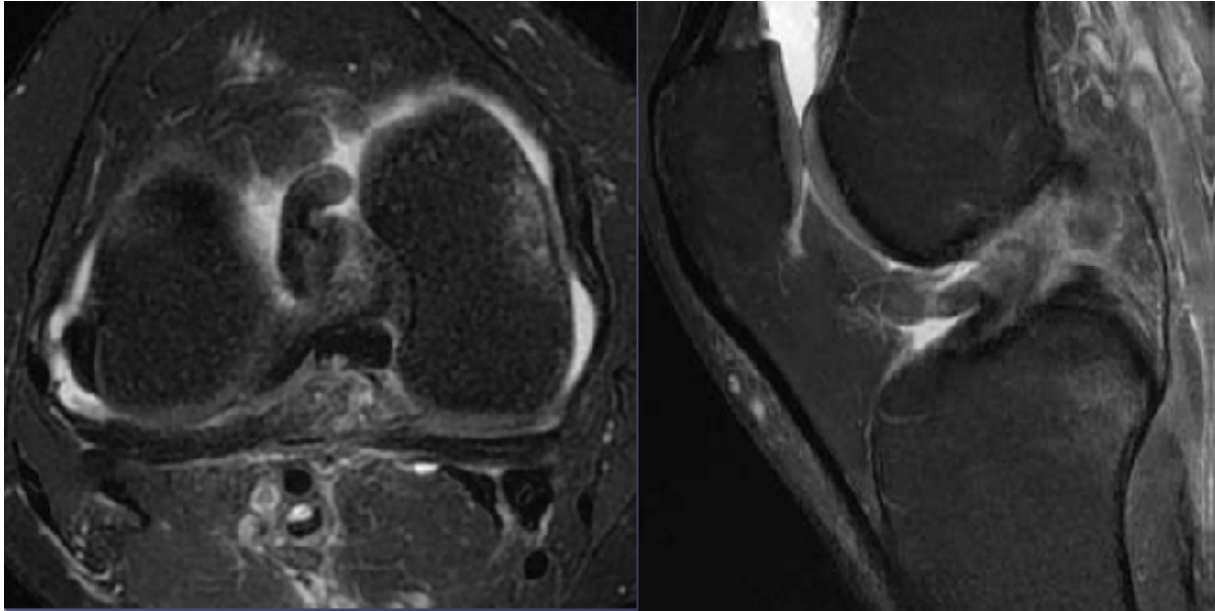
aspect en Battant de cloche du LCA sur l'IRM [13]
